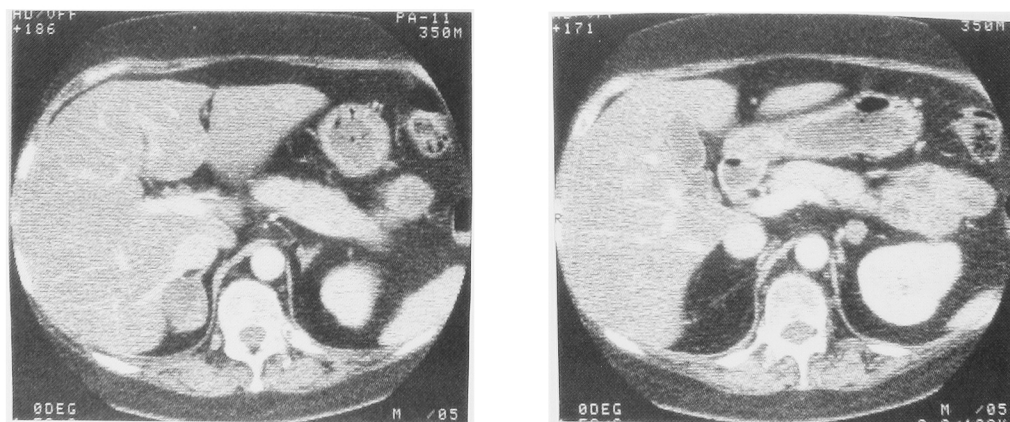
Computed tomogram demonstrated bilateral swollen adrenal glands at first admission.
